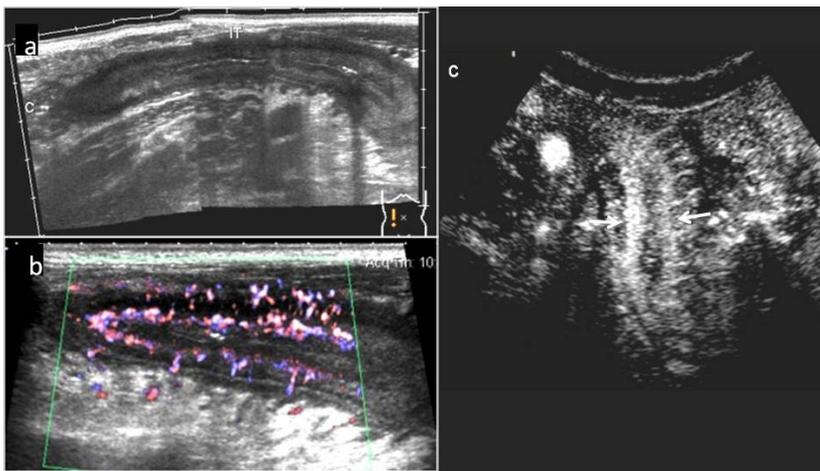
Ecografía en modo B, Doppler color y con contraste del mismo segmento de íleon neoterminal con recurrencia. Hombre de 36 años con resección ileocecal 14 meses antes con actividad clínica (CDAI>250) por EC. a) Corte longitudinal de fosa iliaca derecha en modo B que muestra segmento largo de íleon neoterminal (IT) con las paredes engrosadas. Colon derecho normal (C). b) Imagen Doppler color: el íleon neoterminal muestra una hiperemia intensa, con flujo Doppler color grado 3. c) Imagen contrastada: Tras inyección de contraste ecográfico el íleon presenta realce intenso (flechas), con incremento porcentual de 139%. La endoscopia mostró recurrencia grave (grado 4).
